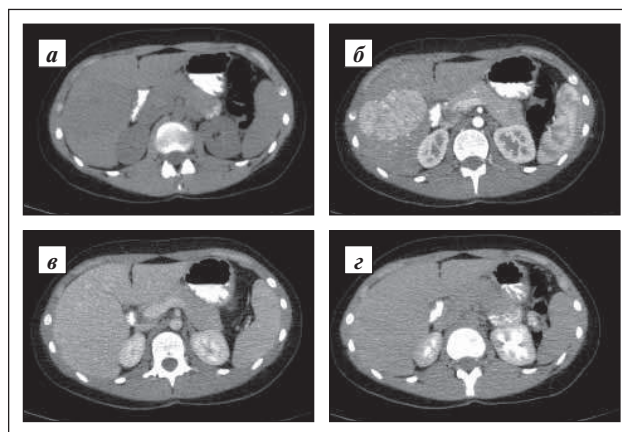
КТ-характеристики большой ОУГ
